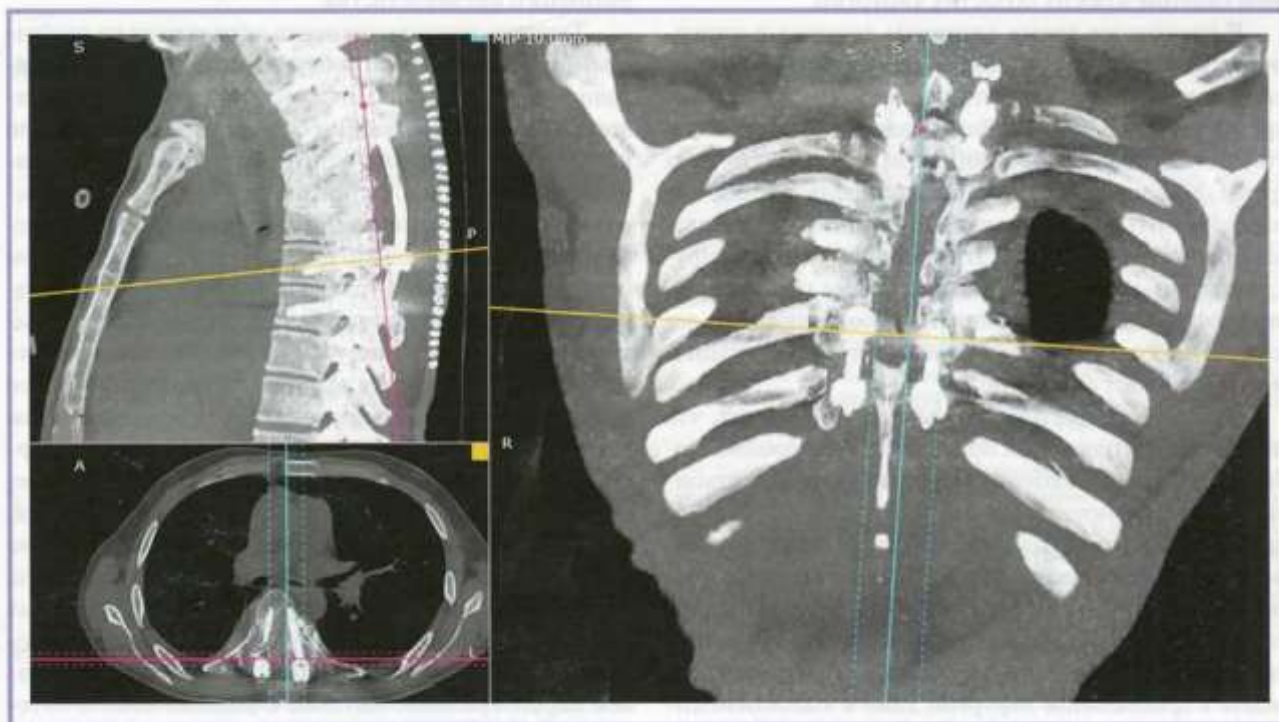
КТ органов грудной клетки в ближайшем послеоперационном периоде.
